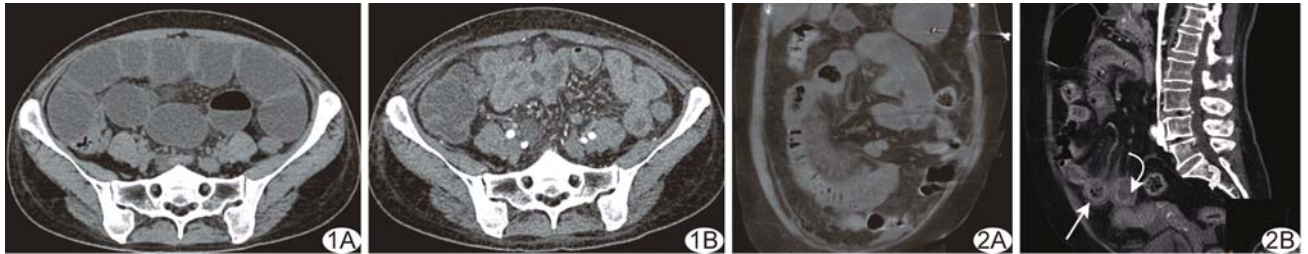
患者女,47 岁,既往剖宫产术后 17 年,粘连性小肠梗阻肠缺血期 A. CT 平扫示空肠明显积液扩张,可见气液平面及肠壁增厚征象; B. 增强扫描示肠壁强化均匀 图 2 患者女,74 岁,粘连性肠梗阻并坏死 A. 冠状位 MPR 可见 C 型肠襻,肠系膜密度增高; B. 增强扫描矢状位重建示肠壁强化不均匀性减低(箭),局部全层无强化(弯箭)
